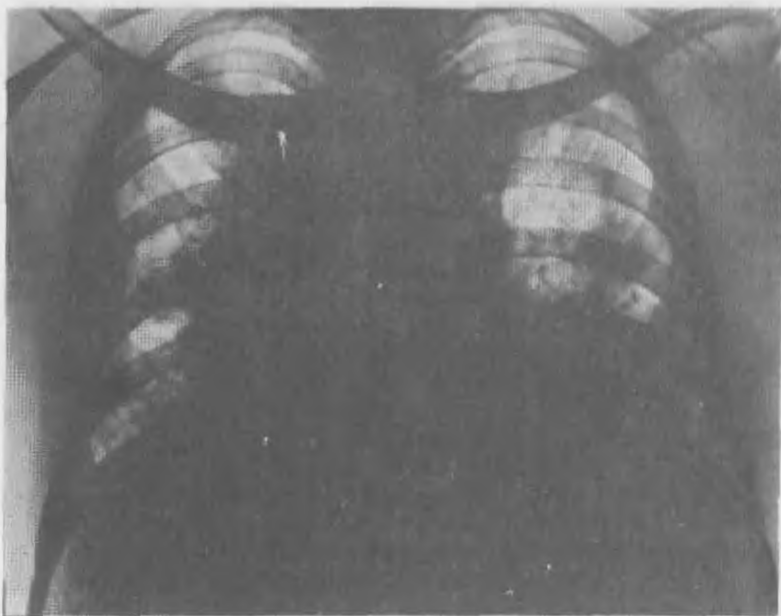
Обзорная рентгенограмма легких при легочном альвеолярном протеинозе III стадии.
